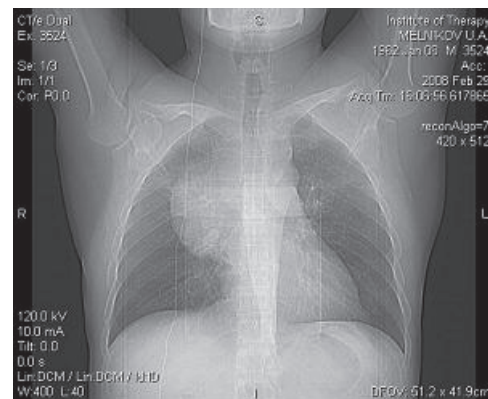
Рентгеновская спиральная компьютерная томография пациента с тимосаркомой
